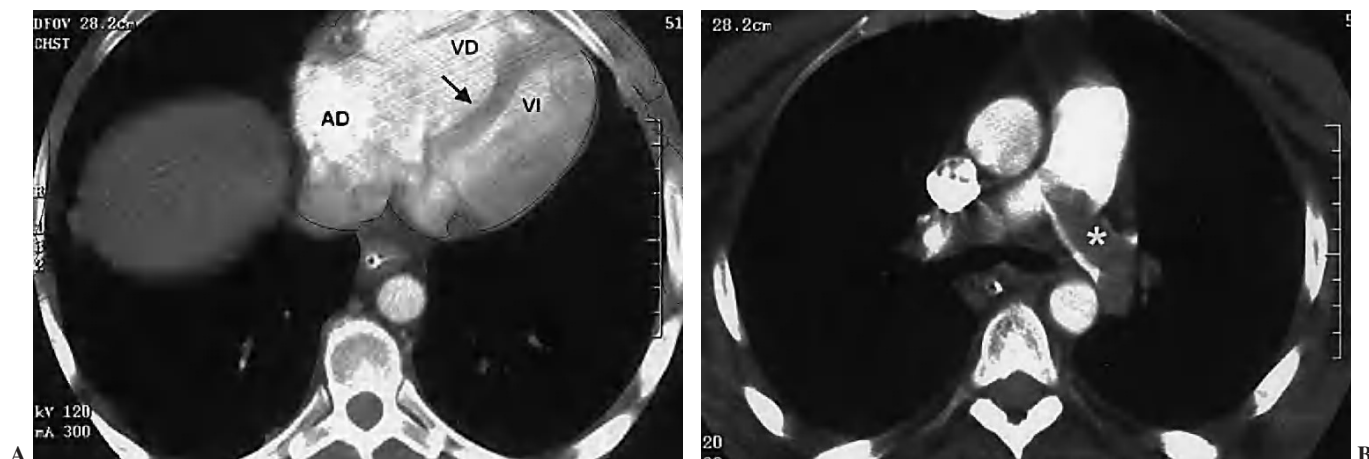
A) Tomografía computarizada (TC) helicoidal de tórax a la altura de las cavidades cardíacas. Obsérvese la dilatación de la aurícula derecha (AD) y del ventrículo derecho (VD) con desplazamiento de septum interventricular de derecha a izquierda (flecha). Disminución del volumen ventricular izquierdo (VI). B) TC helicoidal de tórax en la región de la arteria pulmonar principal. Defecto de repleción intraluminal en arteria pulmonar principal izquierda (asterisco).
